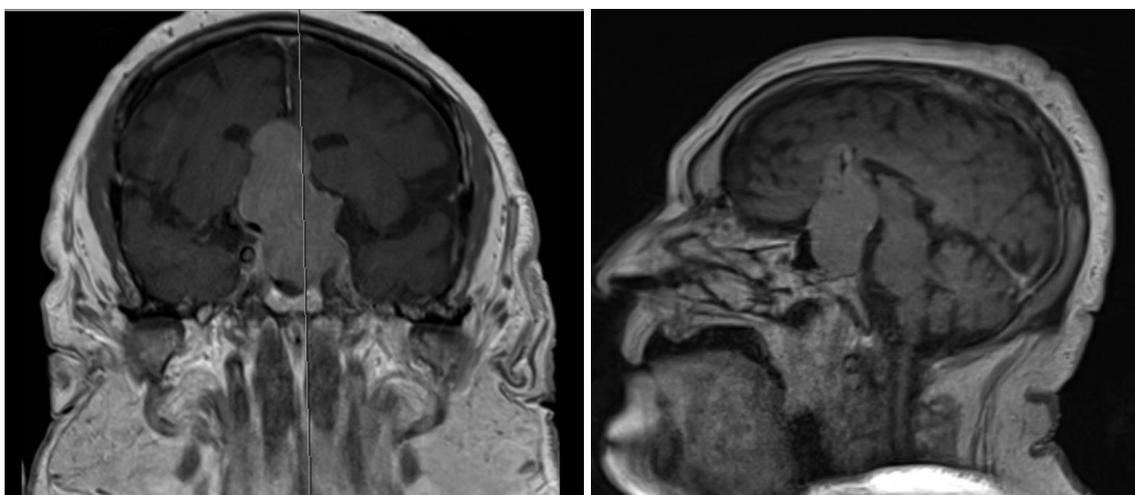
Macroadenoma afuncionante con déficit severo campo visual. RM axial (izda), y sagital (dcha.).
